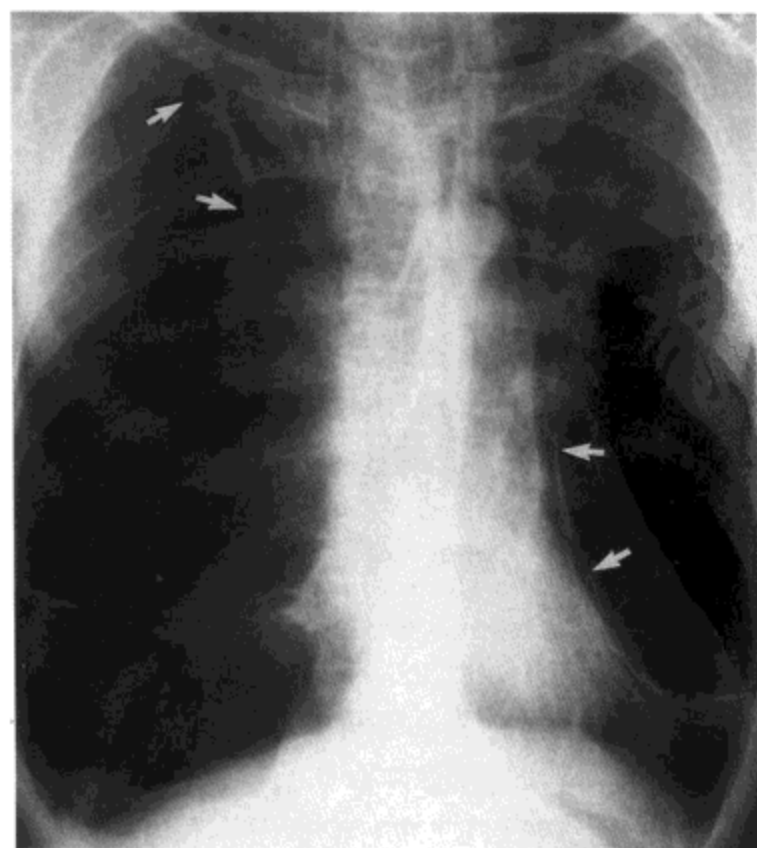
肺气肿:影像表现。X线胸片示明显的肺过度充气与巨大肺大疱(箭号)压迫相邻肺。病人为一49岁男性。
